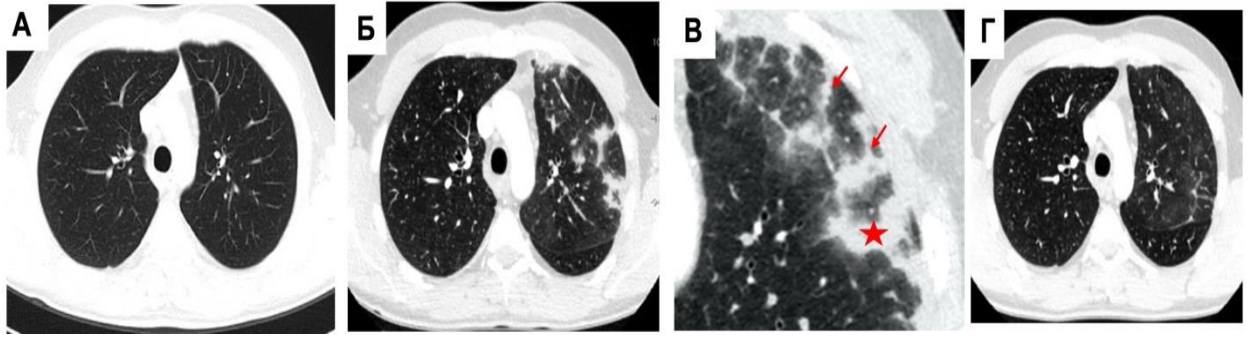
МСКТ грудной клетки, аксиальные срезы, легочное окно (тот же пациент, что на рисунке 4.4.1). Пример изменения лёгочной паренхимы по типу венозных инфарктов при критическом стенозе ЛВ: А – паренхима легких до РЧА; Б - паренхима легких через 6 месяцев после РЧА; В – прицельная реконструкция пораженного участка, уплотнение междольковых перегородок (указано стрелками) с участками безвоздушной паренхимы (указано звездочкой); Г - паренхима легких через 10 месяцев после РЧА на фоне терапии [218].
